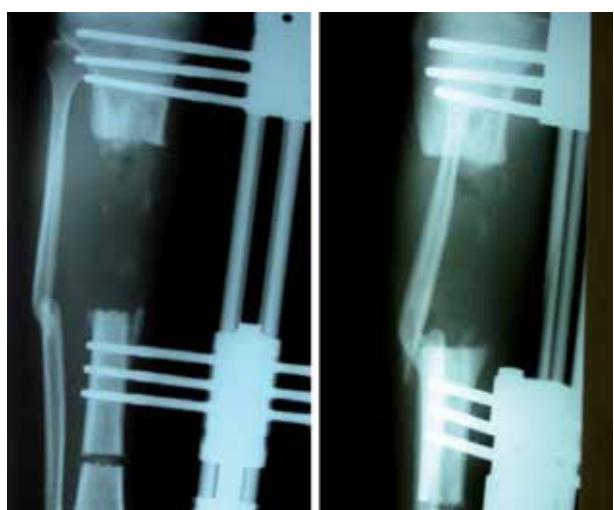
Radiografía AP y lateral de pierna derecha. Control posquirúrgico 3 meses después de inicio de distracción
